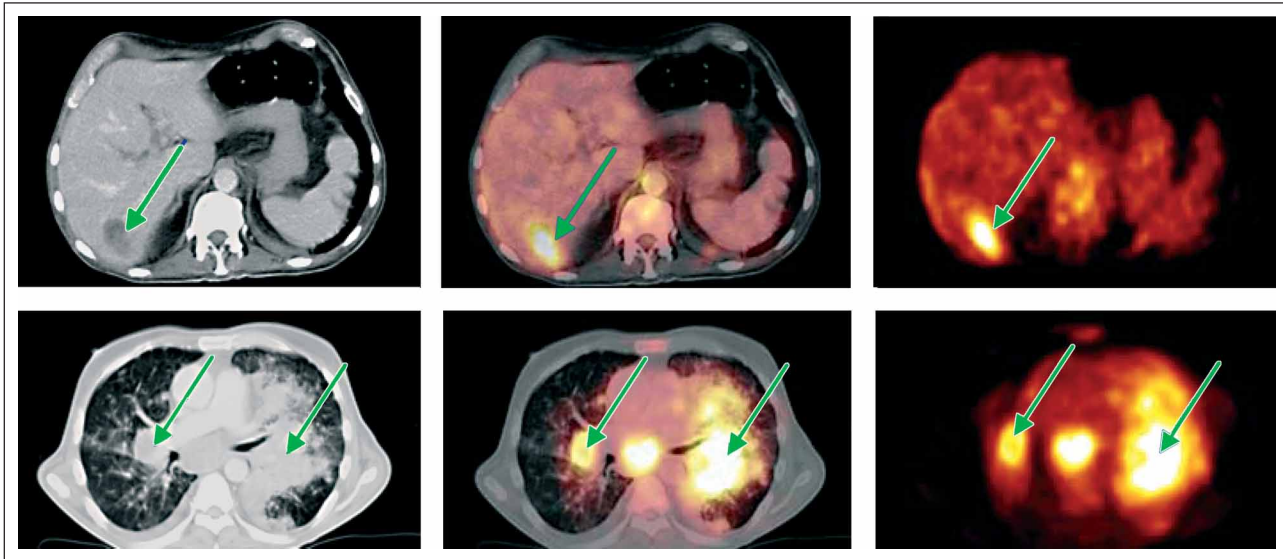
Visualisierung einer hepatischen Metastase sowie multipler pulmonaler Metastasen eines MTC mittels ^{18}F -FDG-PET/CT.
